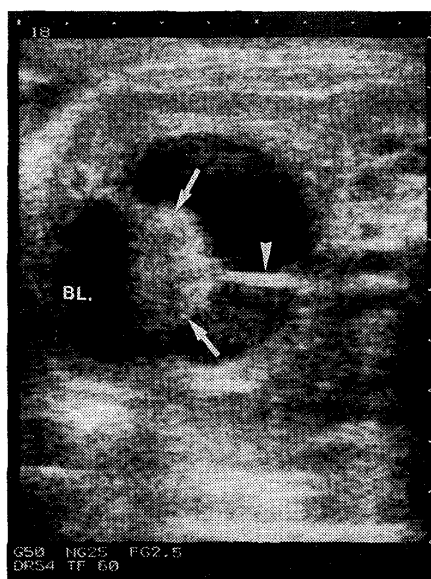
妊娠36週の胎児下腹部超音波像(横断像)。膀胱の背側に中隔(▽印)に二分された cystic echo を認め、内部に echogenic mass (↑印) を2個認める。
